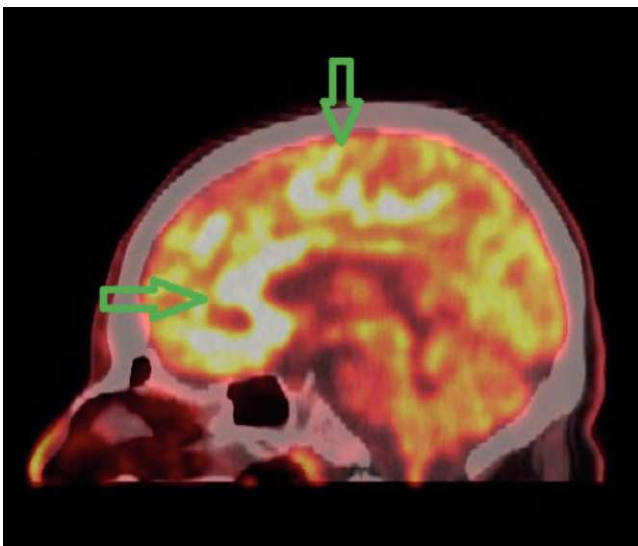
PET/CT imagen fusionada cerebral en un corte sagital. Se observa compromiso hipermetabólico multifocal cerebral más severo en la región frontal y cuerpo calloso (rodilla y cíngulo anterior).
